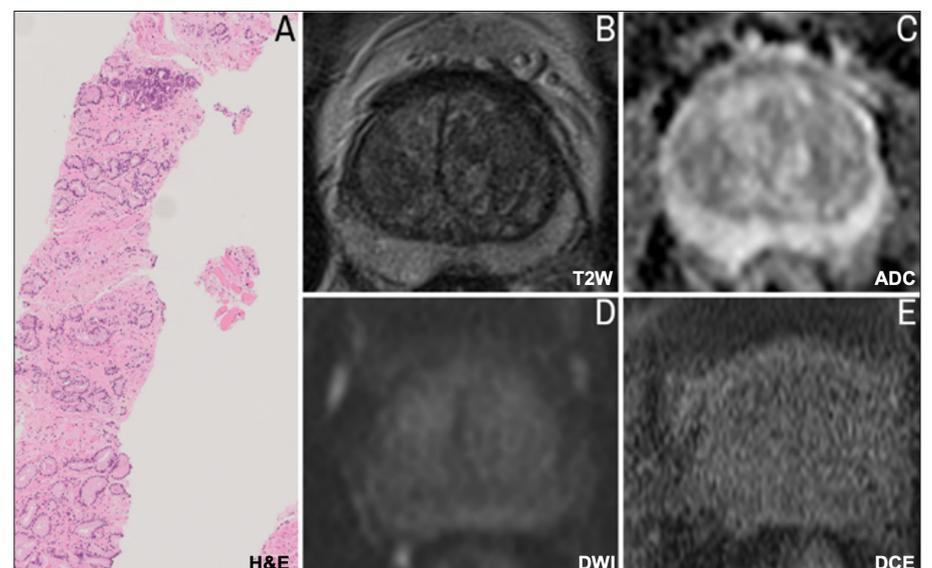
Câncer clinicamente significativo (A) que era invisível a ressonância nas sequências B a E.
